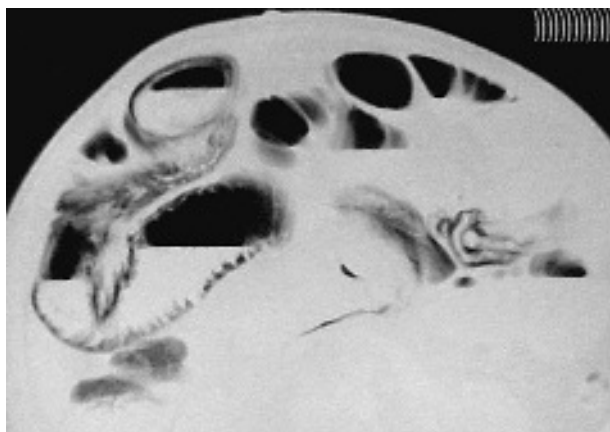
TC: neumatosis intestinal y distensión de asas intestinales.
